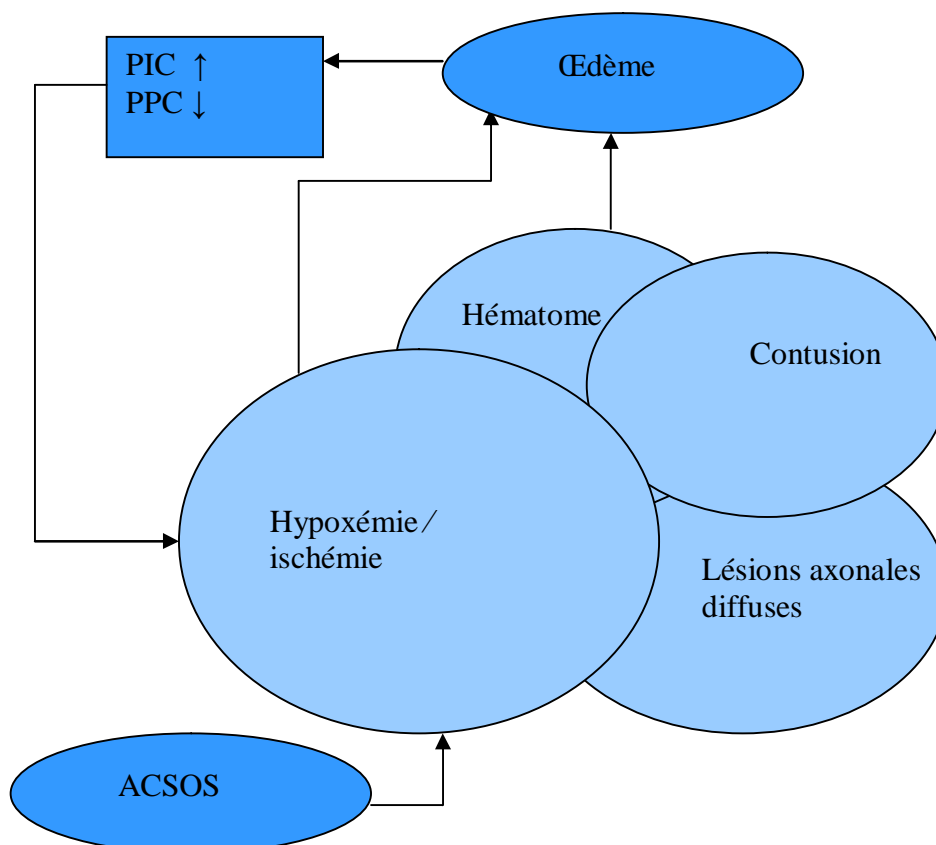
Physiopathologie de l'ischémie cérébrale au cours du TC (8).
